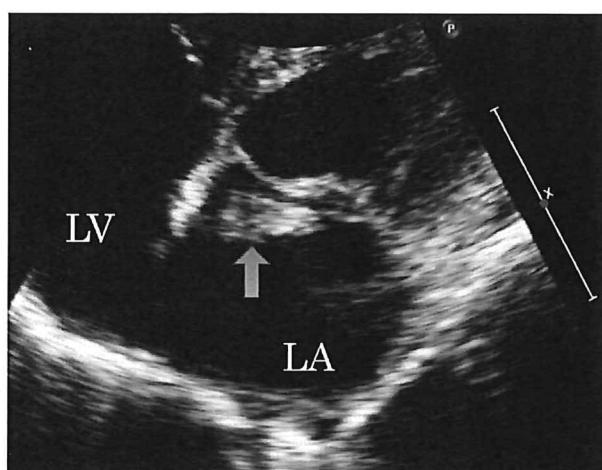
Trans thoracic cardiac ultrasonography shows left atrial myxoma.
